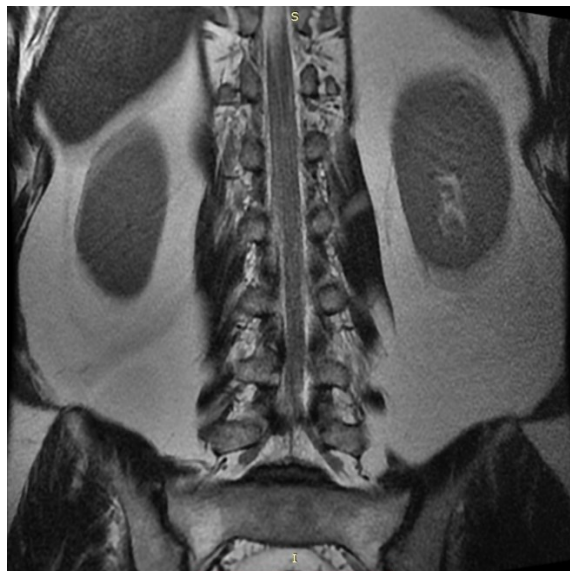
Отсутствие «радикулографического эффекта» на МРТ.
